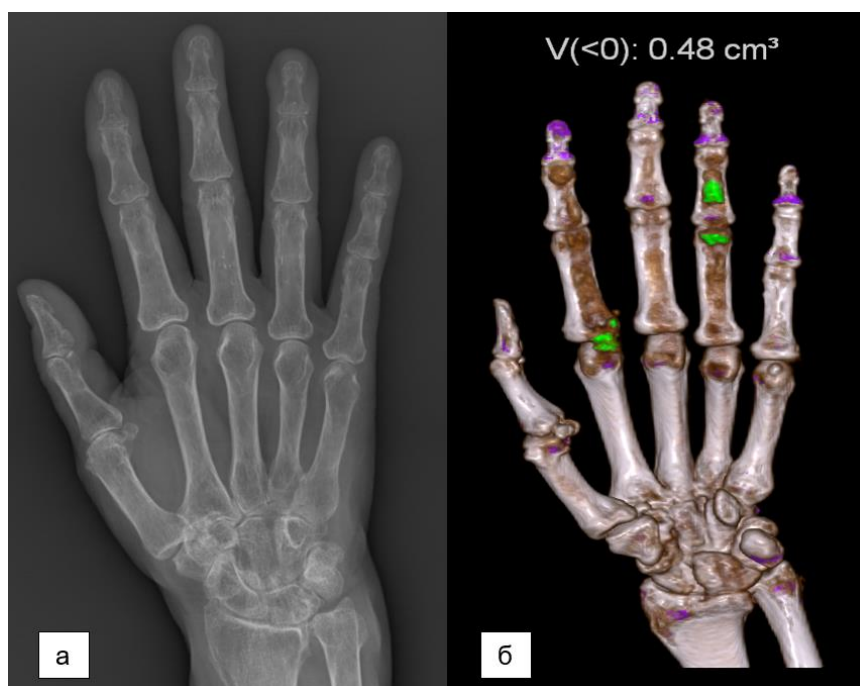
Больной ПА, 55 лет, стаж заболевания 7 лет. Рентгенография (а) и 3D-реконструкция ДЭКТ-исследования (б) левой кисти
